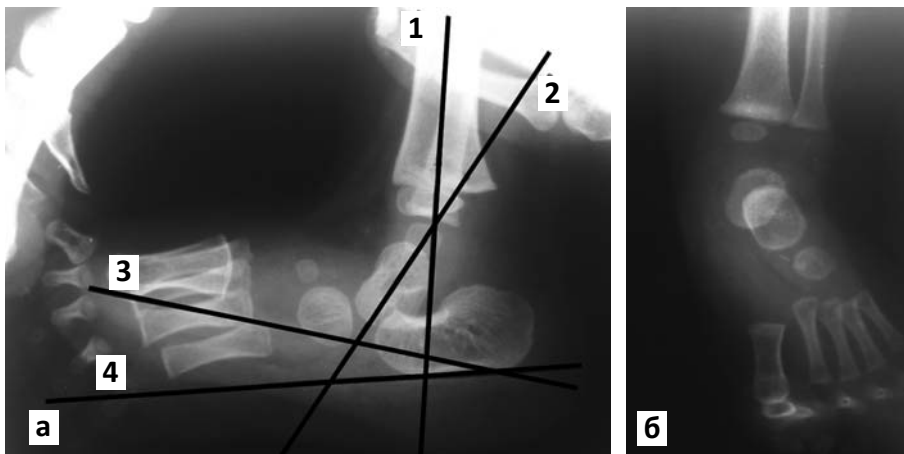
Рентгенограми стоп при ВПВДС. а - бокова проекція. 1 - ось большеберцовой кістки; 2 - ось таранної кістки; 3 - площина опори; 4 - ось п'яточної кістки; б - фасна (дорзоплантарна) проекція стопи.
